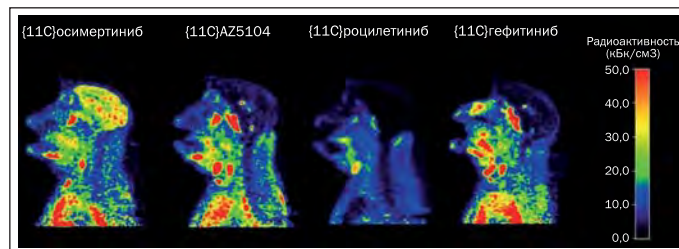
ПЭТ, демонстрирующая высокую концентрацию ^{11}C осимертиниба в головном мозге обезьян.
